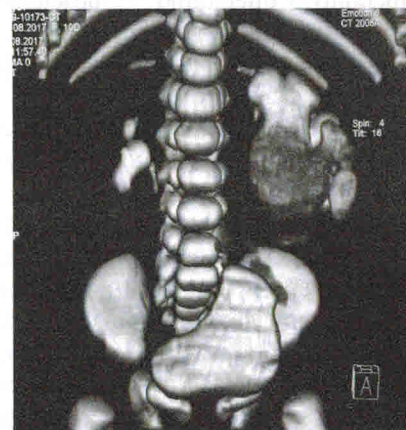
Магнитно-резонансная томография. Гидронефроз левой почки
